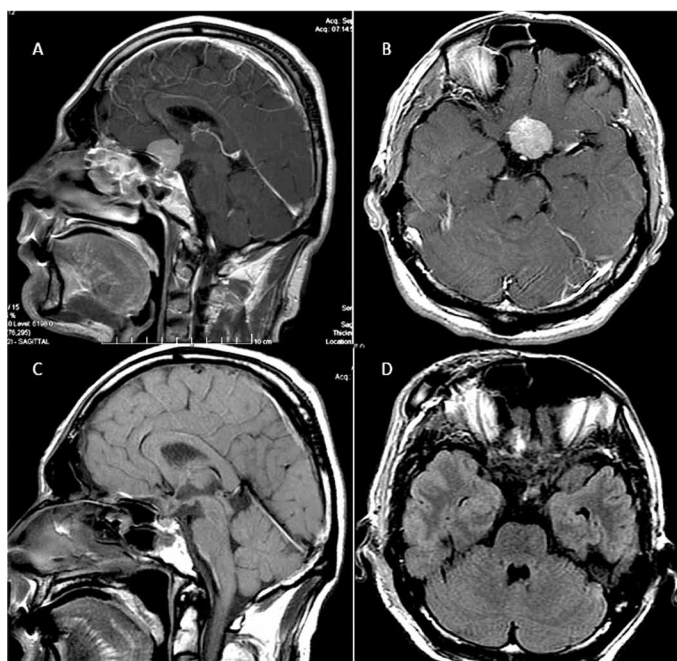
МР-томограммы пациента с менингиомой бугорка основной кости, оперированного с использованием правостороннего супраорбитального трансбровного минидоступа. А — сагиттальная проекция до операции, В — аксиальная проекция до операции, С — сагиттальная проекция после операции, В — аксиальная проекция после операции.
